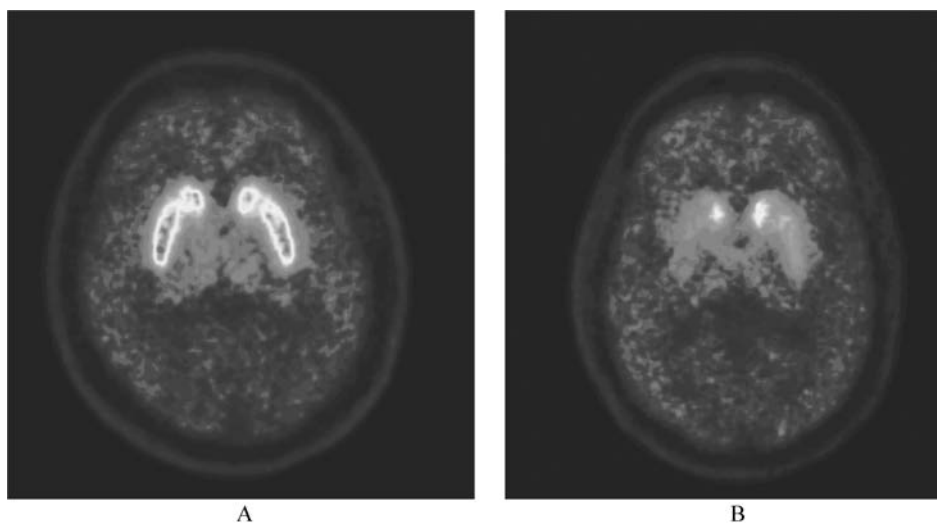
正常人(A)和 PD 患者(B)的 $[^{11}\text{C}]\text{DTBZ-PET}$ (VMat2 的一种标记物)影像结果
